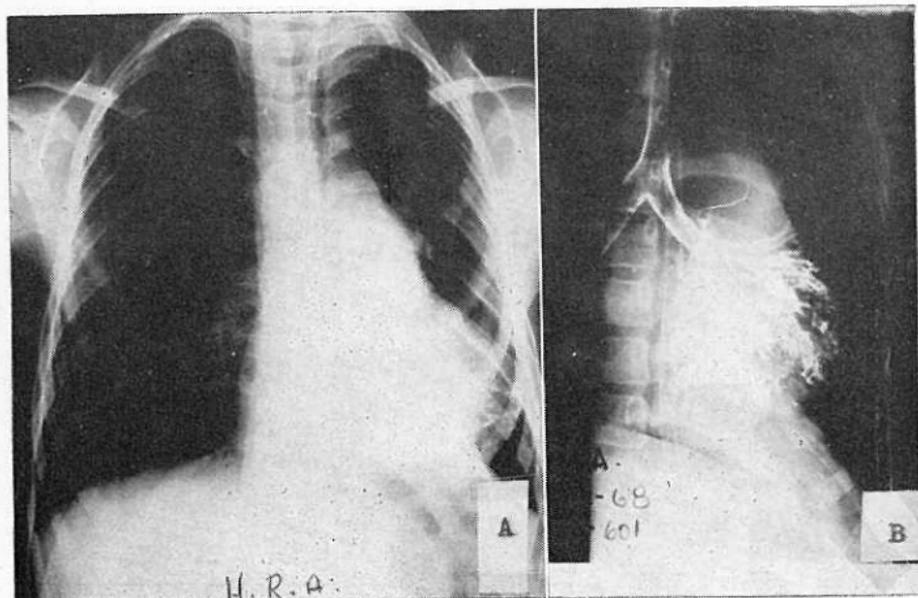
A. Telerradiografía de tórax en P. A.: Se observa cardiomegalia grado II. Arco pulmonar abombado, condensación pulmonar basal izquierda. B. Broncografía que demuestra bronquiectasias de todas las ramas del pulmón izquierdo en niño con tetralogía de Fallot.
